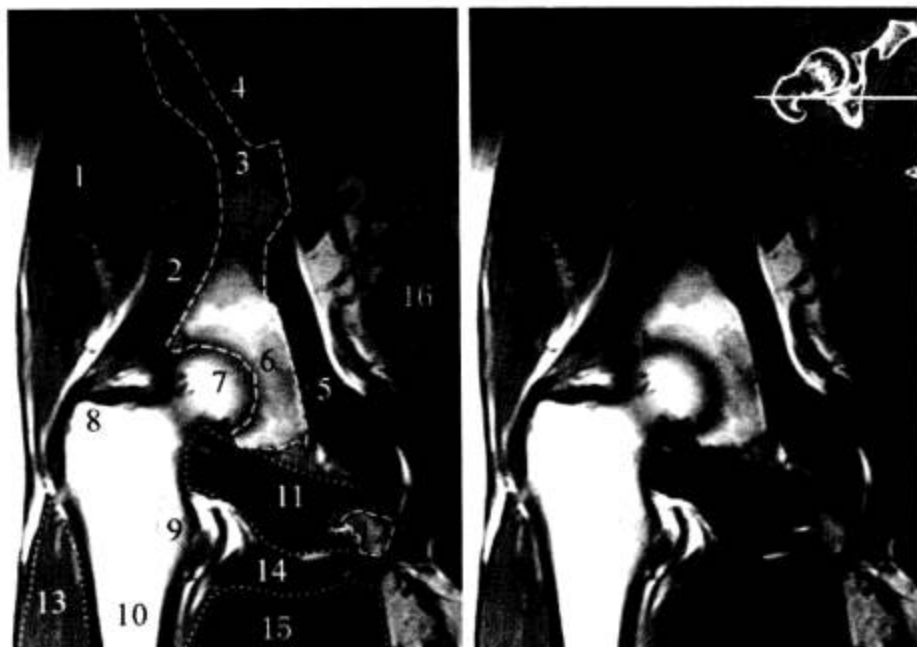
股骨头后部层面 (MRI T<sub>1</sub>WI)
